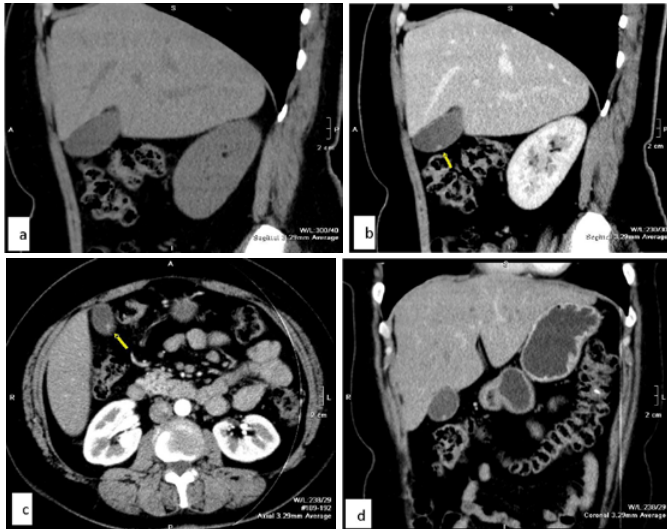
a, b, c, d. Tomografia computerizată – polip solitar al vezicii biliare (caz propriu)
